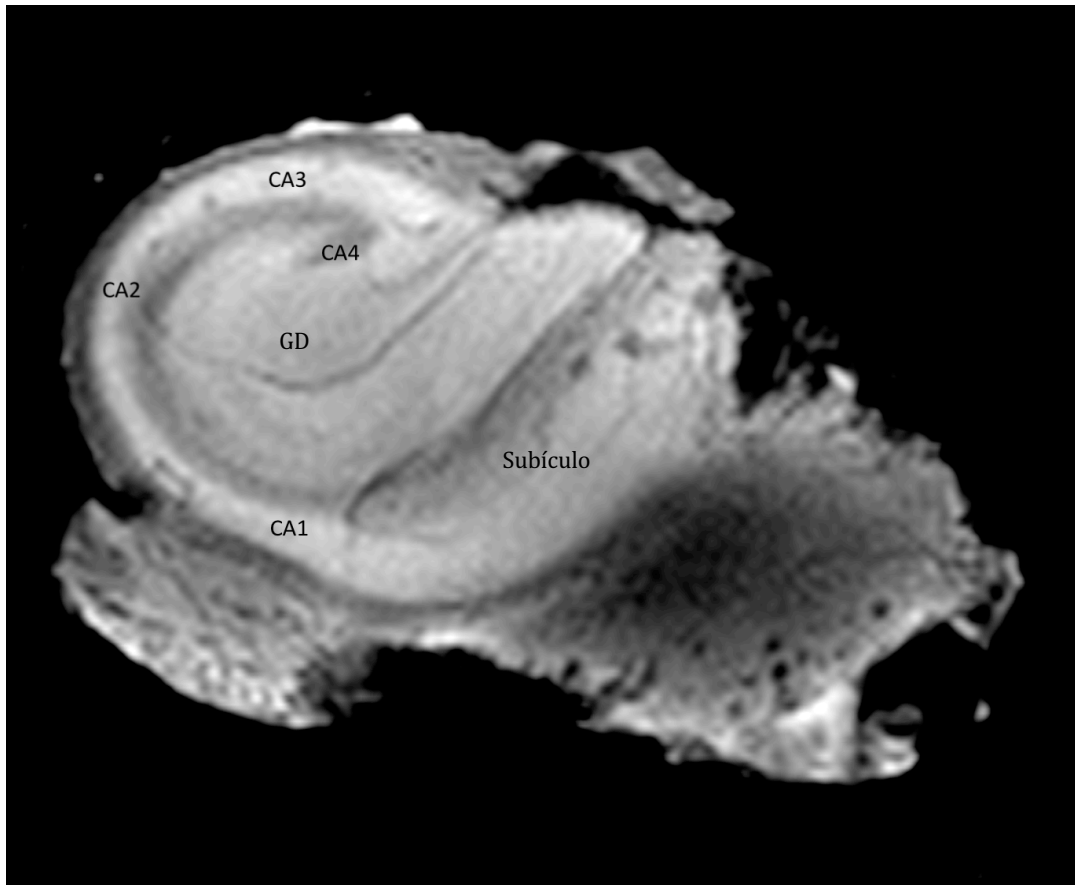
RM 4,7 tesla de hipocampo excisado cirurgicamente mostrando as subcamadas CA1 a CA4 do cornu da Amon, giro denteado (GD) e subículo.
